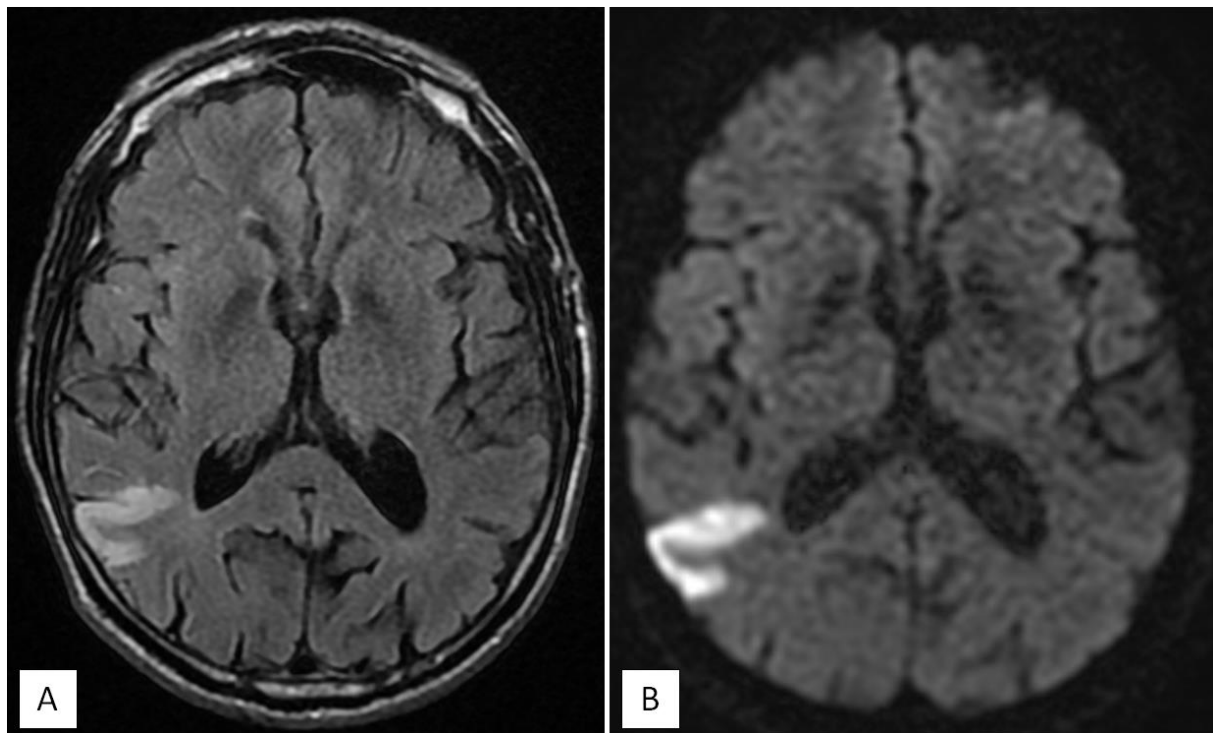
L'IRM cérébrale montre la présence d'une plage cortico-sous-corticale pariétale droite, se présentant en hypersignal T2 et FLAIR (coupe axiale : A), restrictive sur les séquences de diffusion (coupe axiale : B) et effaçant les sillons corticaux en regard.
